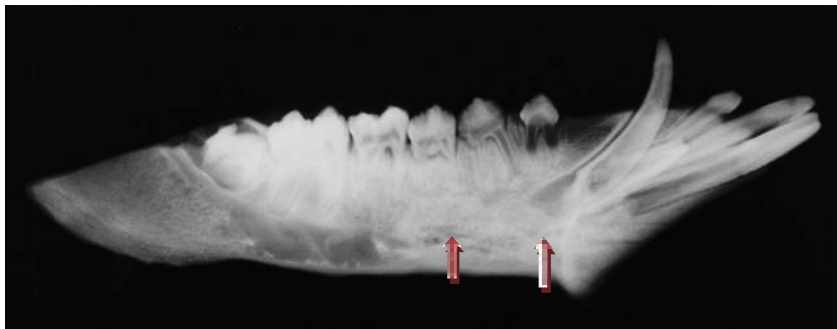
Ostim®: Röntgenaufnahme 8 Monate p. i (Gruppe R)
